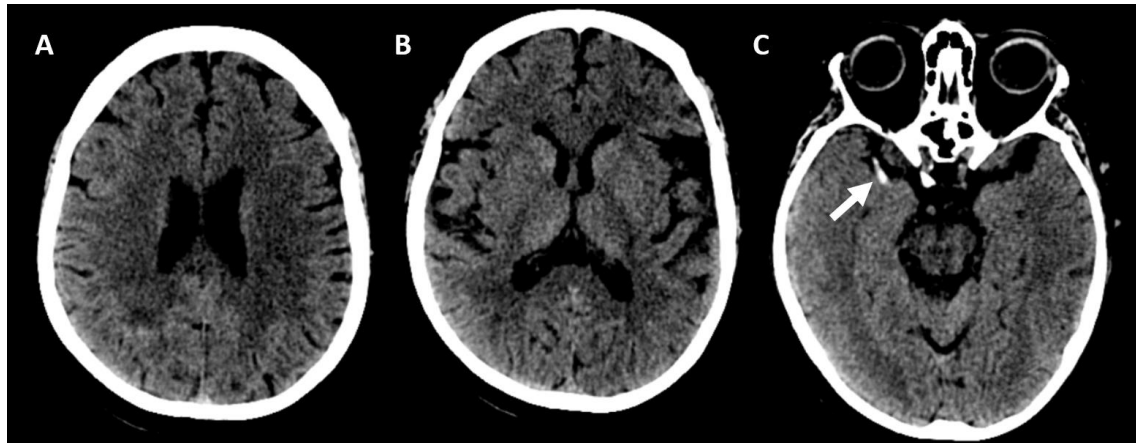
TC simple de cráneo. Se incluyen cortes a nivel supra ganglionar (A) y ganglionar (B), en la que se comprueba un ASPECTS de 10 puntos. Se observan algunas lesiones de pequeño vaso crónicas periventriculares. En C se muestra signos de la cuerda hiperdensa en la ACM derecha (flecha blanca).
